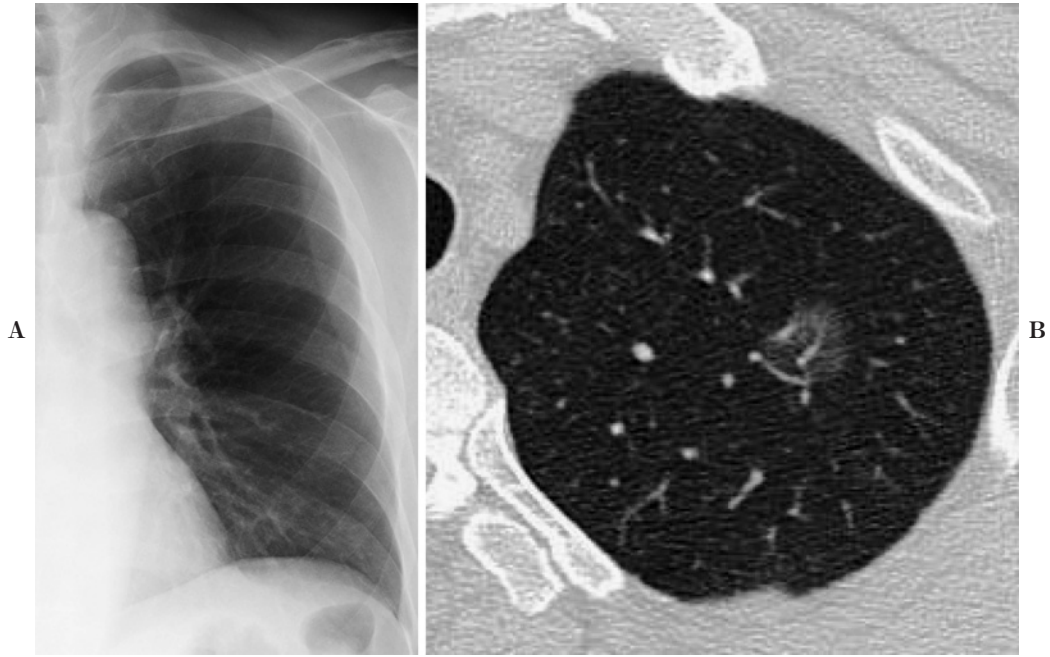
Bronchoalveolar carcinoma (Noguchi type A). A. Chest X-ray film shows no abnormalities. B. High resolution CT shows a simple ground glass nodule in the right upper lobe.
